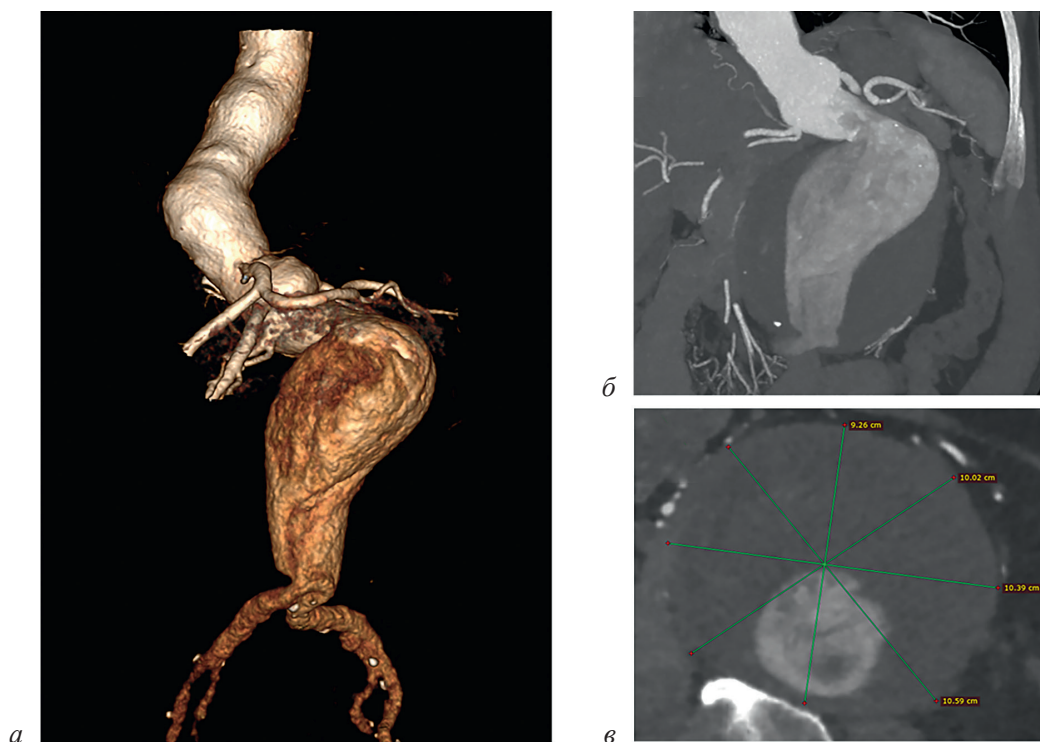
Предоперационная МСКТ-аортография:
